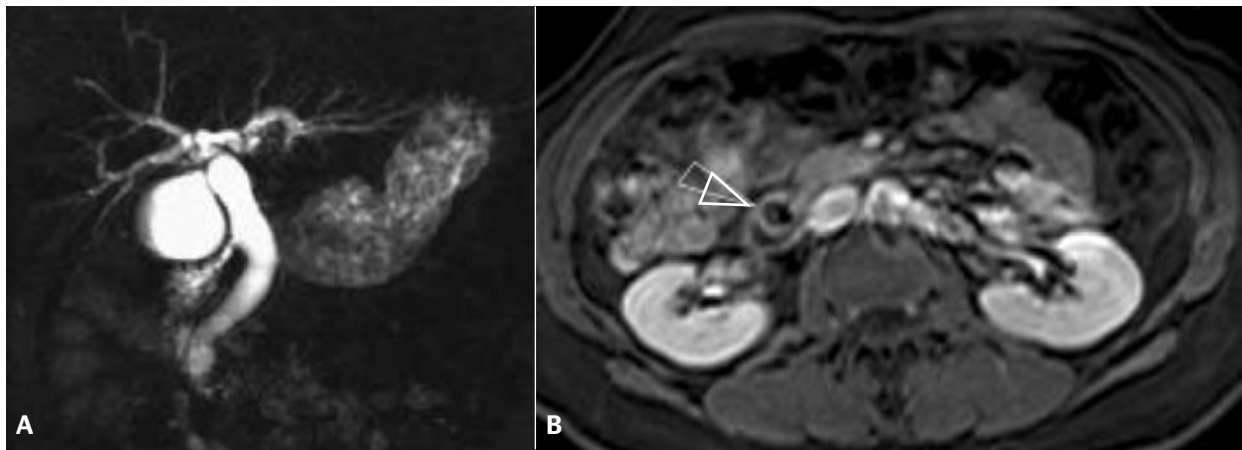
Patiente présentant une cholestase, avec en bili-IRM une dilatation de l'ensemble de la VBP jusqu'à la papille (A). Le canal pancréatique n'est pas dilaté. L'acquisition en coupes axiales T1 après injection de gadolinium (B) montre une hypertrophie de la papille qui bombe dans la lumière duodénale, et dont le rehaussement est accentué (tête de flèche). L'épaississement des parois reste relativement modéré et régulier ; cependant, la biopsie sous duodénoscopie a permis de poser le diagnostic d'adénocarcinome de l'ampoule de Vater
